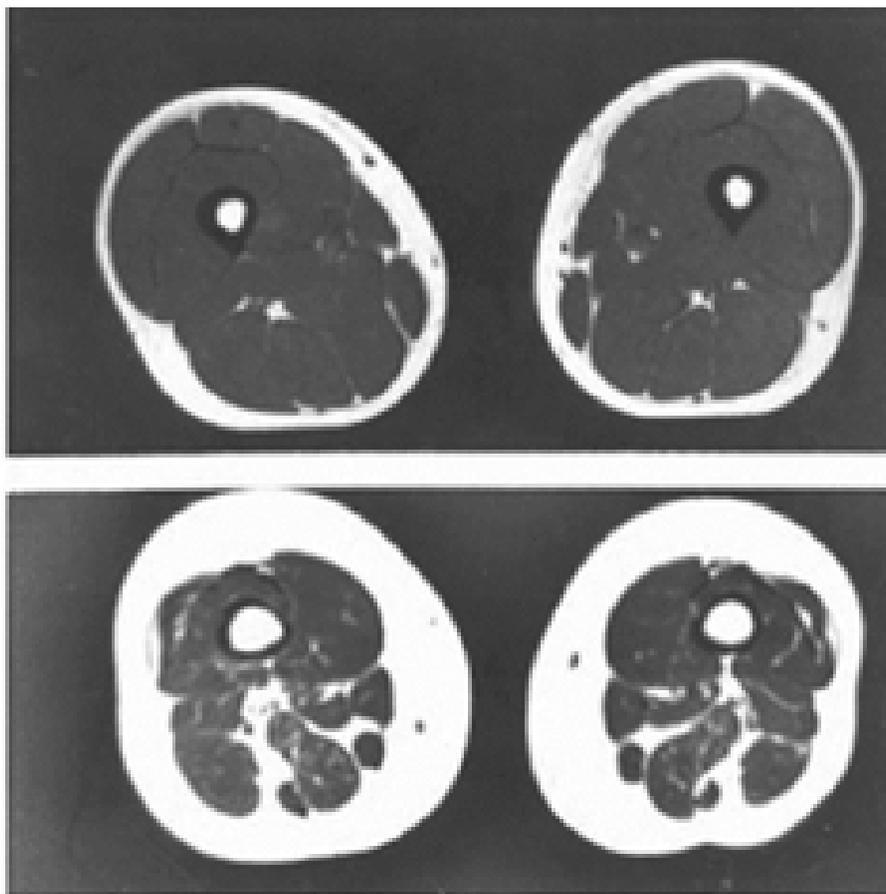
Sarcopenia – corte da ressonância magnética da coxa de um adulto de 21 anos ativo (acima) e idoso de 66 anos sedentário (abaixo)*
